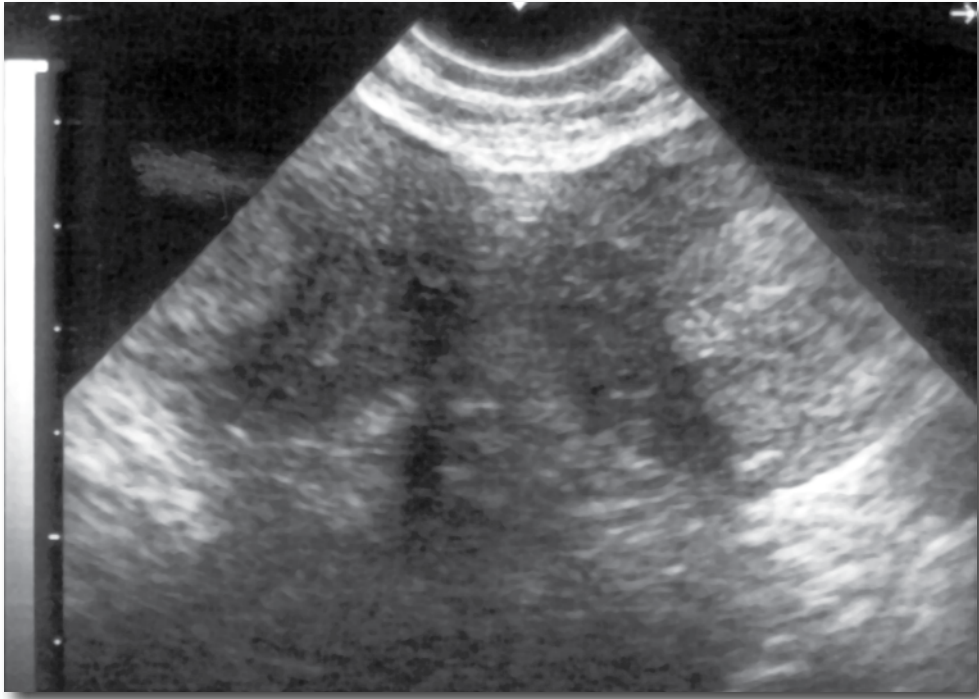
USG transvaginal de um útero bicorno. Notar a presença de um sulco bem evidenciado entre os dois cornos. Cavidades com eco endometrial. M.C.J.D. 23 aos. Um aborto espontâneo de 7 semanas. Posteriormente gestação no corno direito interrompida na 30ª semana com sobrevida fetal.
